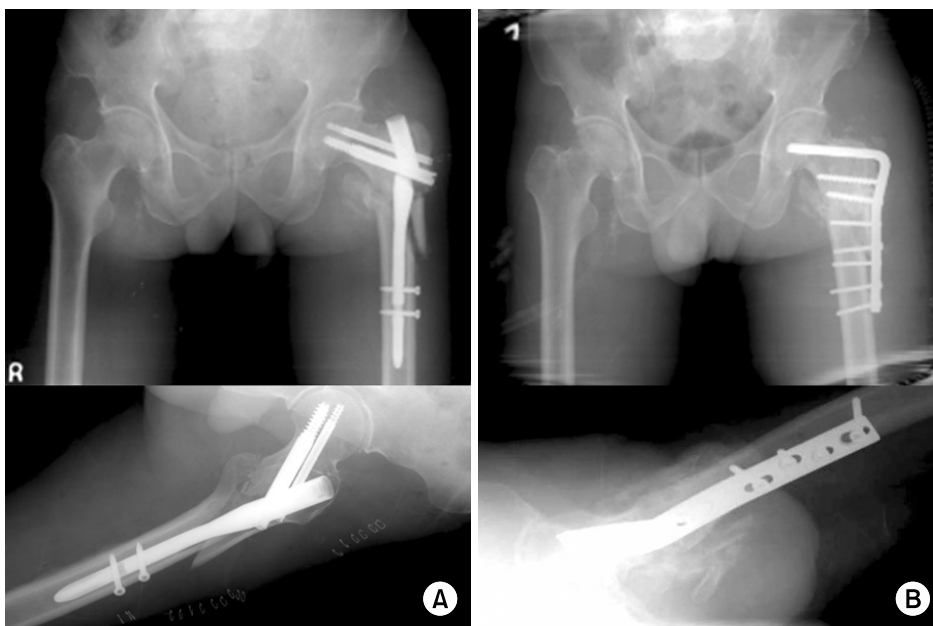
(A) Radiograph at 3-months after surgery shows breakage of metal implant.
